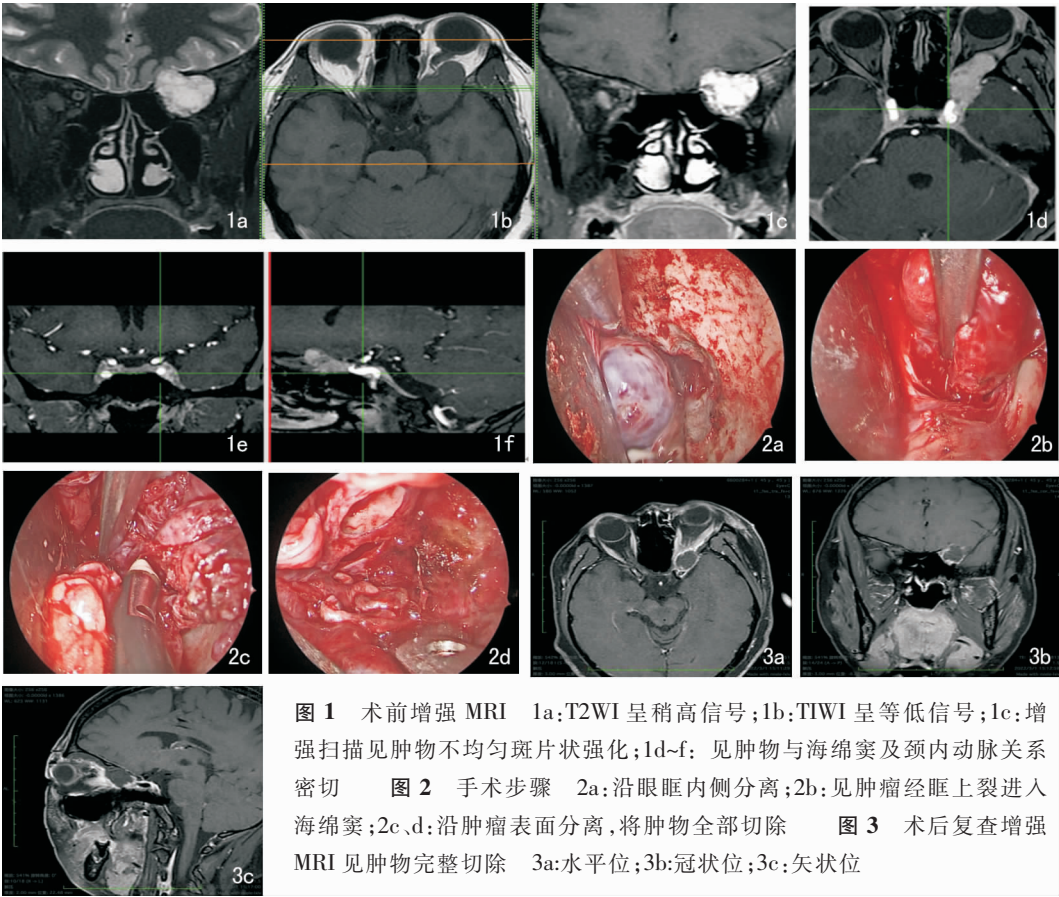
术前增强MRI 1a:T2WI呈稍高信号;1b:TIWI呈等低信号;1c:增强扫描见肿物不均匀斑片状强化;1d~f: 见肿物与海绵窦及颈内动脉关系密切 图2 手术步骤 2a:沿眼眶内侧分离;2b:见肿瘤经眶上裂进入海绵窦;2c、d:沿肿瘤表面分离,将肿物全部切除 图3 术后复查增强MRI 见肿物完整切除 3a:水平位;3b:冠状位;3c:矢状位
